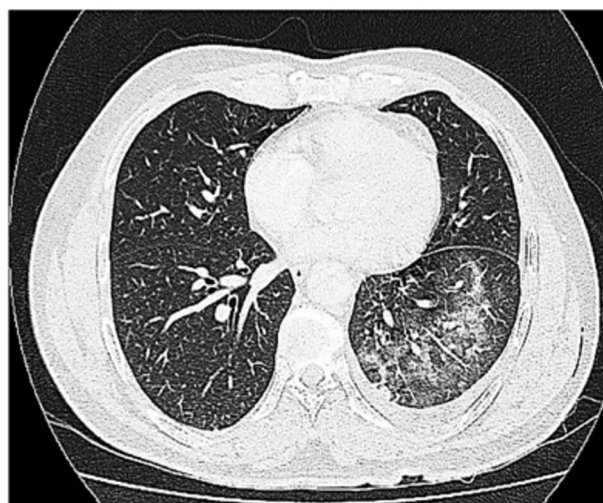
TAC de tórax-derrame pleural+ Interciopatía inespecífica en LII. No adenopatías.
